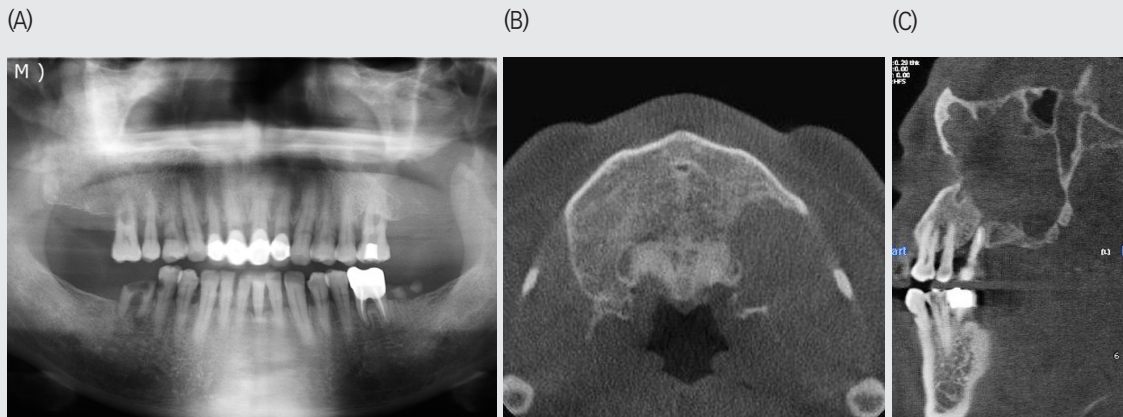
CBCT 영상을 통해 상악동의 광범위한 골병소를 확인한 증례
